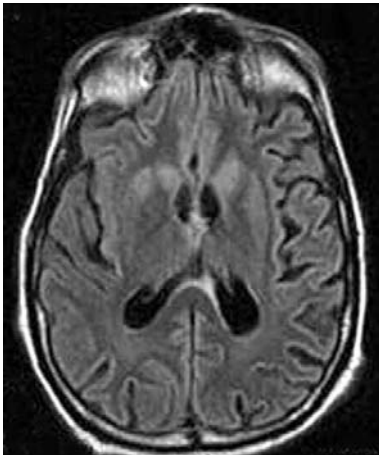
Axial FLAIR. Marcada hiperintensidad cortical en núcleos caudados y putámenes.
